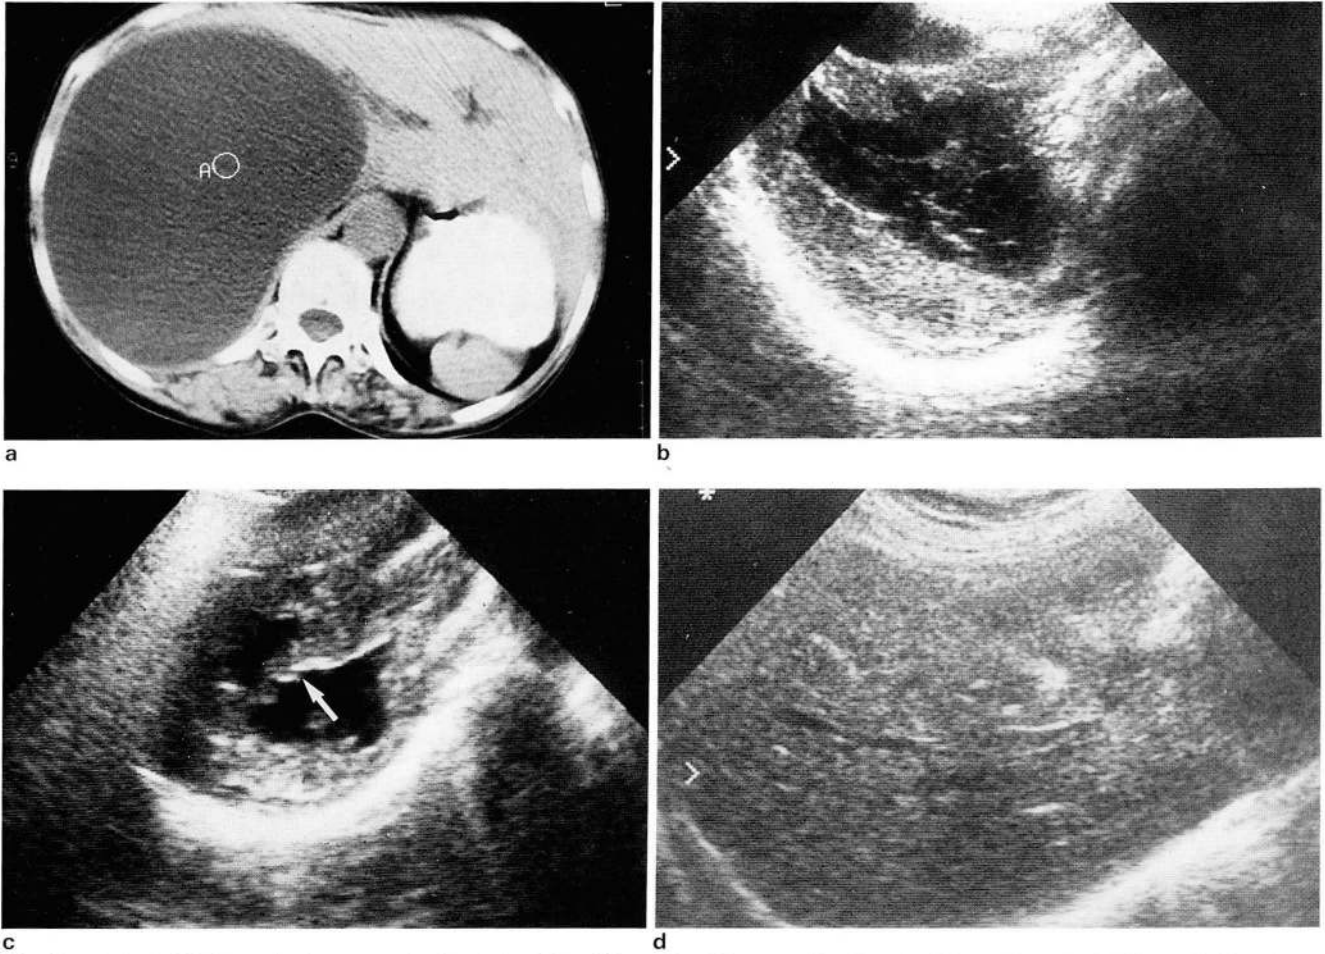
a. Initial CT showed a huge cyst in the right lobe of liver, 15×12cm, and having the CT number of 11.2 Hounsfield unit. b. Follow-up ultrasonogram after 2 months following PEI showed marked regression and collapse of the cyst, with multiseptated appearance. c. Follow-up ultrasonogram after 4 months following PEI showed further marked regression of the cyst partially replaced with solid tissue(arrow). d. Follow-up ultrasonogram after 6 months following PEI showed complete regression of the cyst.
